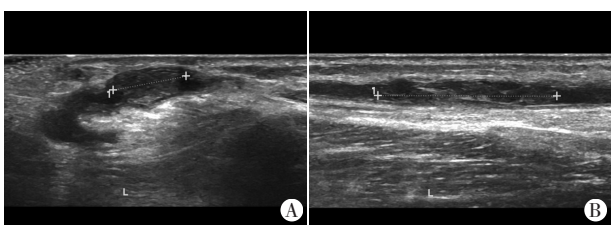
功能障碍组同一患者漱口头静脉端血栓(A)和头静脉近心端内血栓(B)超声图像
